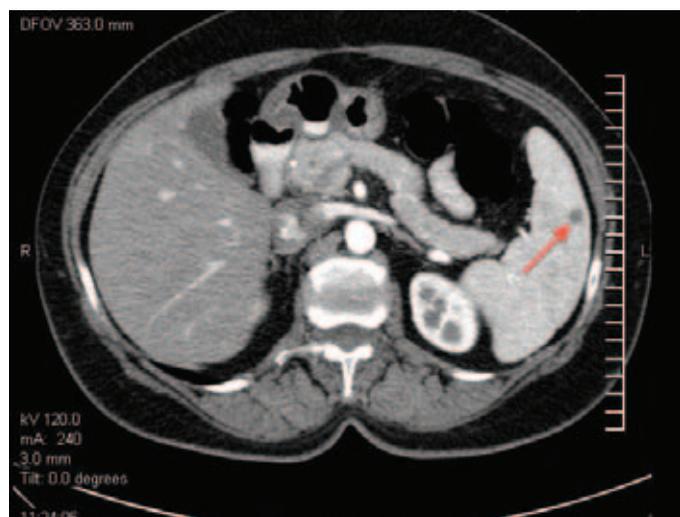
Мультифазная компьютерная томограмма органов брюшной полости. В нижнем полюсе селезенки – очаговое образование размером 1,3 см
